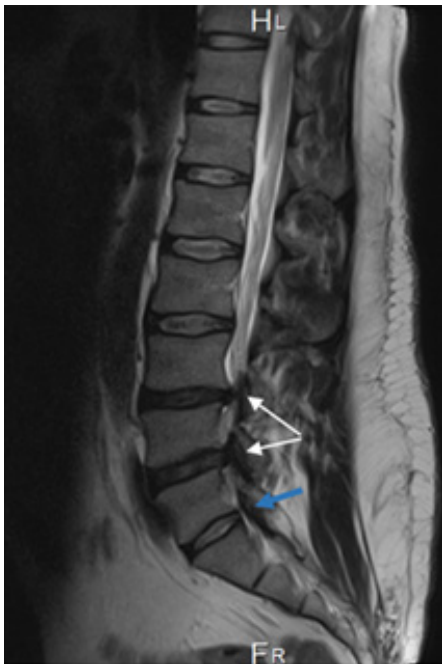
Corte sagital de resonancia magnética secuencia T2. Compresión total de la cola de caballo a nivel L3-L4 y L4-L5 (flechas blancas), hernia de disco grado 4 de Pfirman a nivel de L5-S1 que comprime parcialmente las raíces nerviosas (flecha azul).
